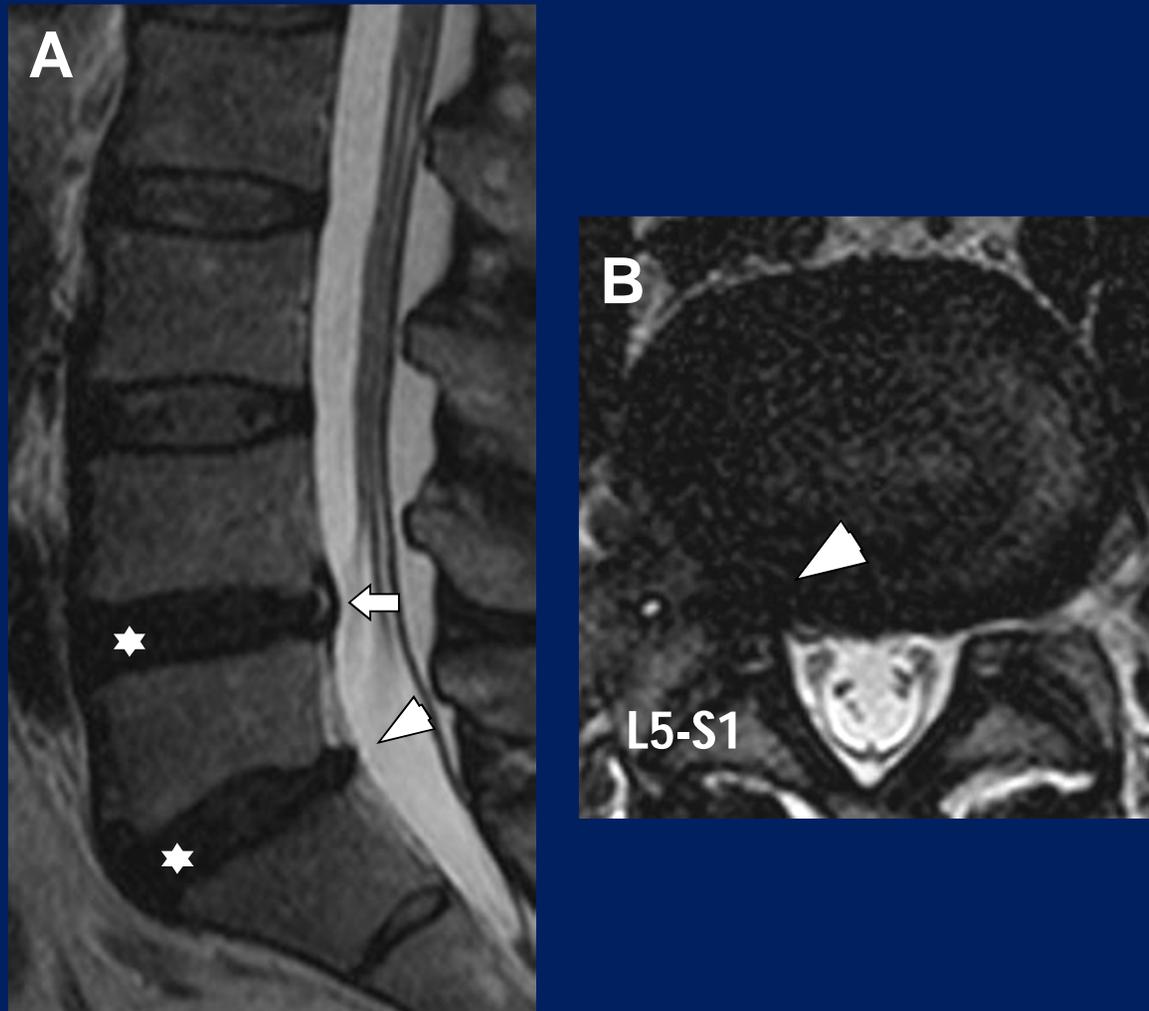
Varón, 45 años. RM columna lumbar potenciada en T2, cortes sagital (A) y axial (B), en la que se observa hernia mediana L4-L5 con ruptura del anillo fibroso (flecha). Hernia postero-lateral derecha en L5-S1 (cabeza flecha). Degeneración discal en L4-L5 y L5-S1 (asteriscos).
